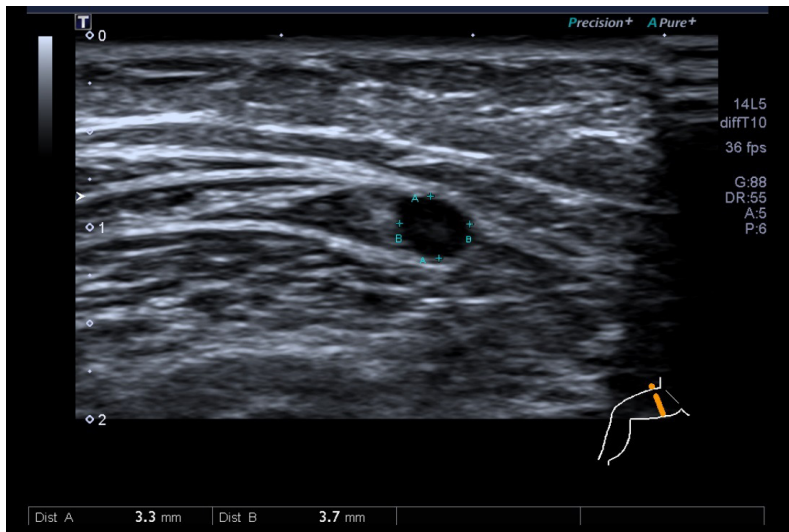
Medida de diâmetro da veia safena interna realizada através da ultrassonografia.
